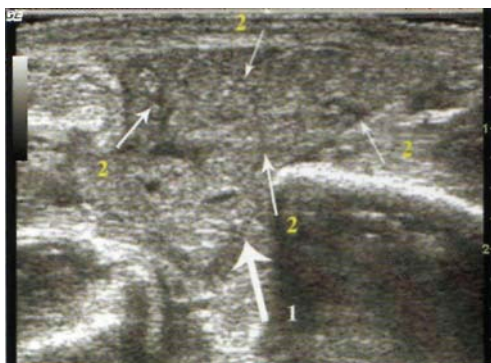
Échographie de parotidite aiguë (1 : parenchyme glandulaire, 2 : dilatations canaliculaires).
